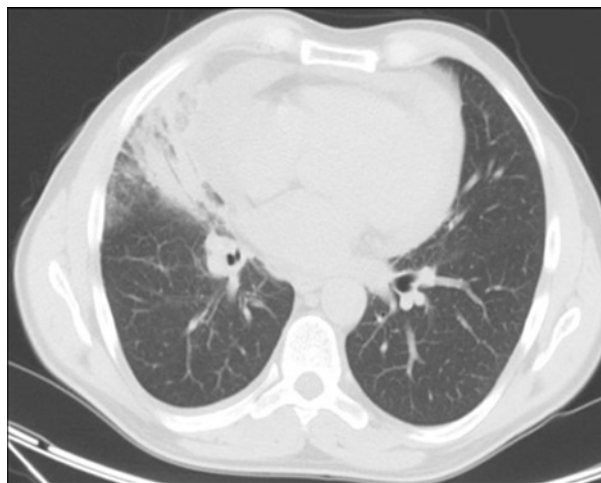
Polmonite lobare – TC del torace. Addensamento parenchimale con broncogramma aereo nel contesto a livello del lobo medio, in sede paracardiaca.
